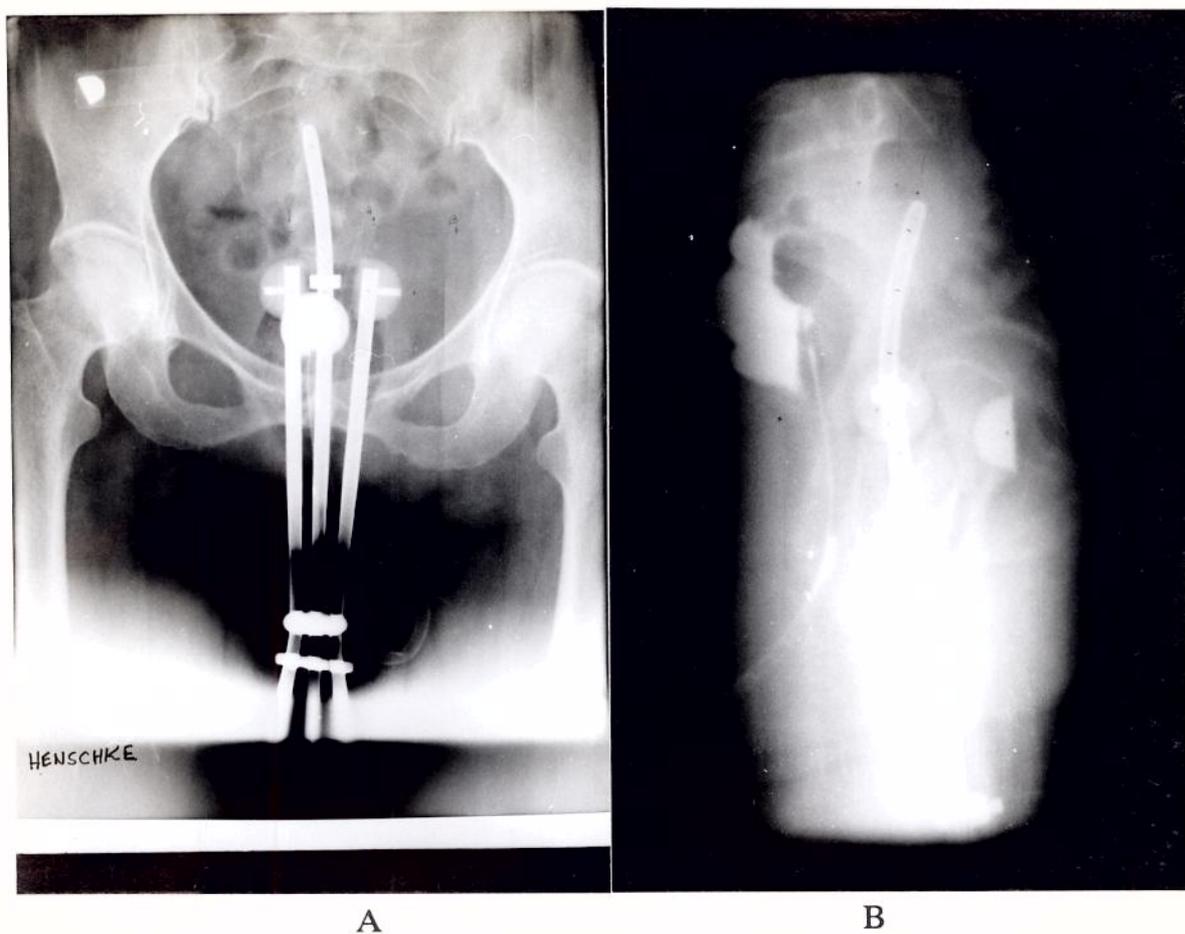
RADIOGRAFIAS DE PÉLVIS ÂNTERO-POSTERIOR (A) E LATERAL (B) DE PACIENTE COM O APLICADOR DE HENSCHKE.
